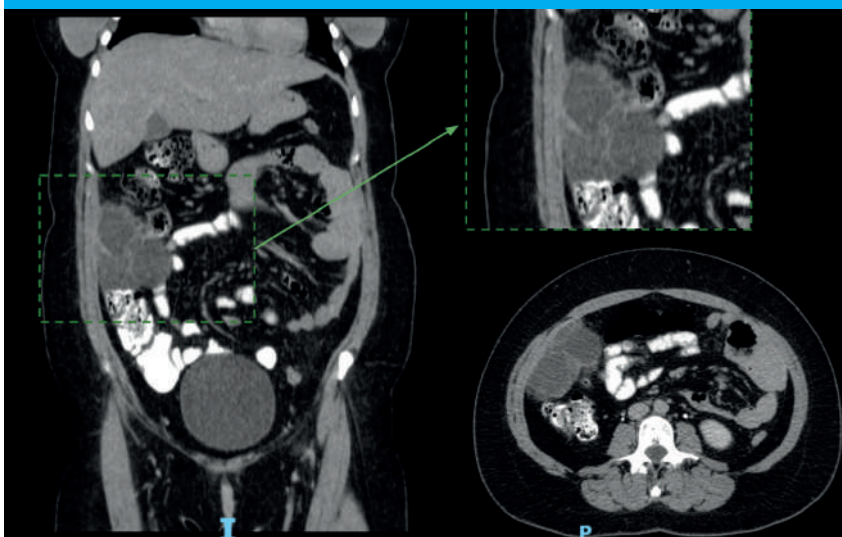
Imagen de la tomografía computarizada que muestra una formación quística tabicada en el flanco derecho
